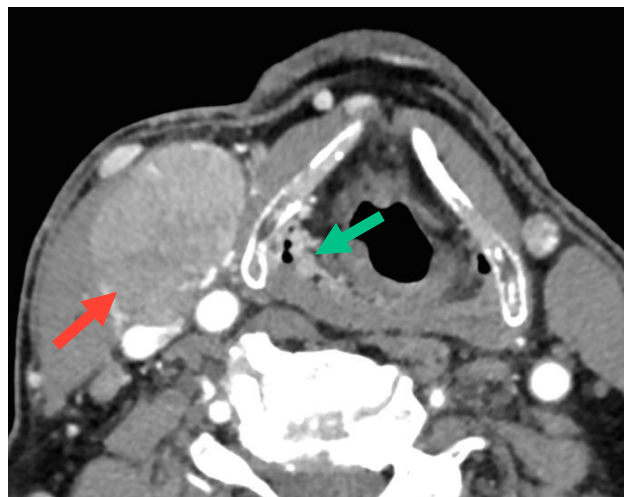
TC com contraste (realce parenquimatoso) mostrando um pequeno tumor originário da hipofaringe (seta verde) e uma metástase no linfonodo direito (seta vermelha). Cortesia: Minerva Becker, MD, University Hospitals Geneva
